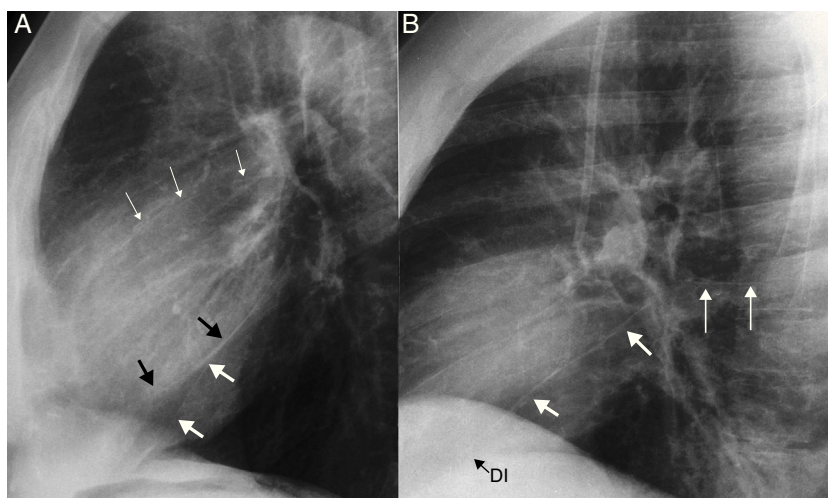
Cisuras. A) Radiografía lateral (RL) de tórax. Cisura mayor derecha (flechas negras), cisura mayor izquierda (flechas blancas gruesas) y cisura menor (flechas blancas finas). B) RL de tórax. Cisura accesoria superior (flechas largas), posterior a la cisura mayor izquierda (flechas cortas), que desciende hasta contactar con el hemidiafragma izquierdo (DI).
